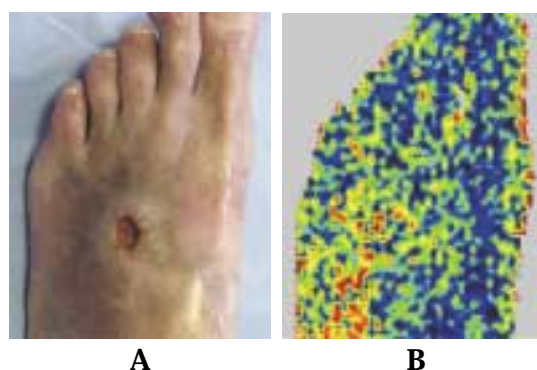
Laser Doppler perfusion imaging of the dorsum pedis in a 58-year-old patient with Buerger's disease.
